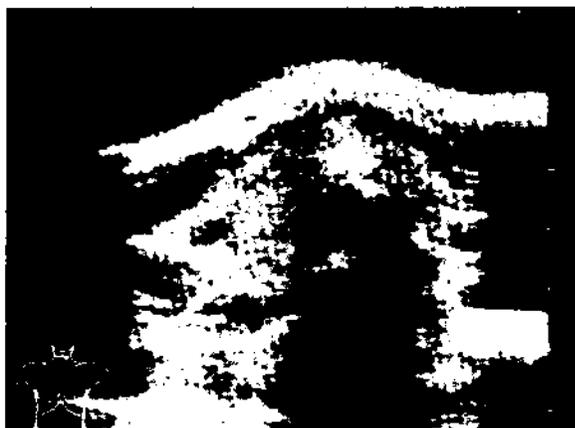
Ultrasonido de cuello (Corte transversal): Ausencia de lóbulo izquierdo de la tiroides.
